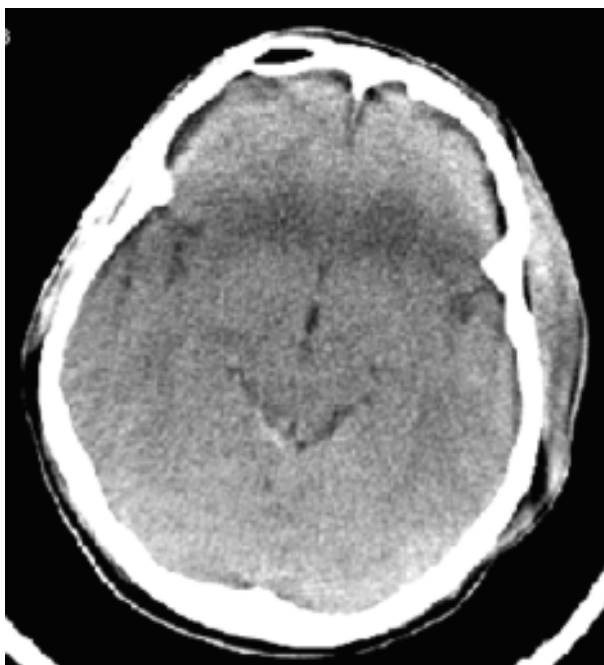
КТ больного Л., 23 года. ДАП III степени. Локальное кровоизлияние в четверохолмную цистерну
